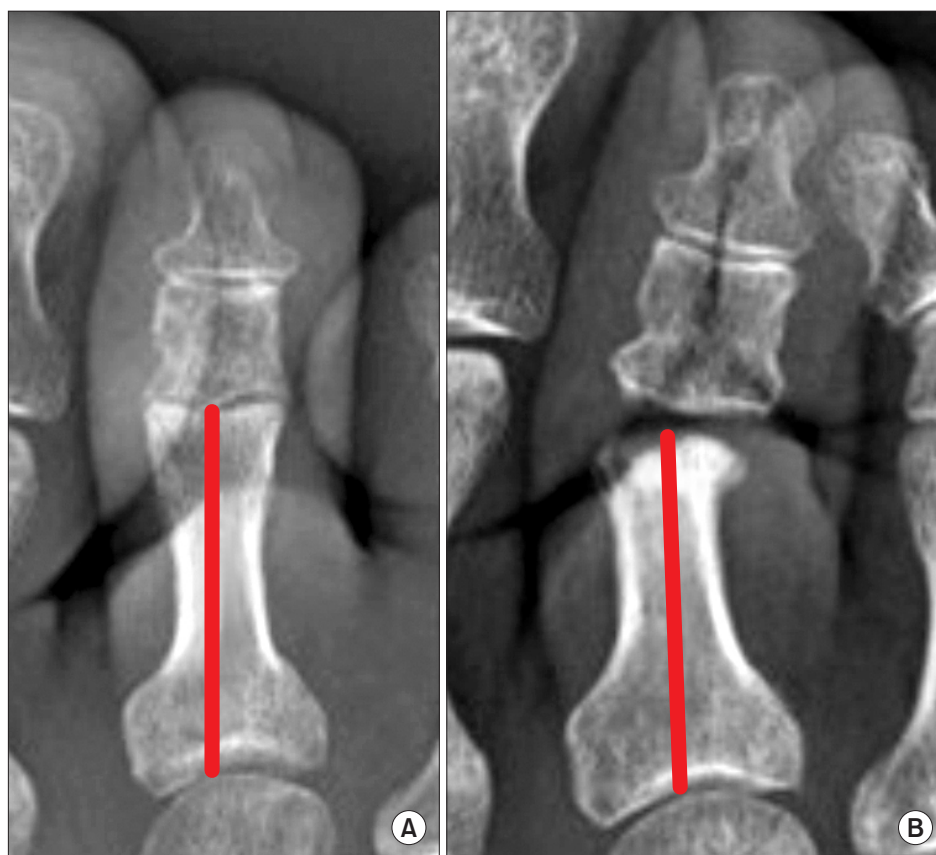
Length difference was measured by pre- and postoperation X-ray.
